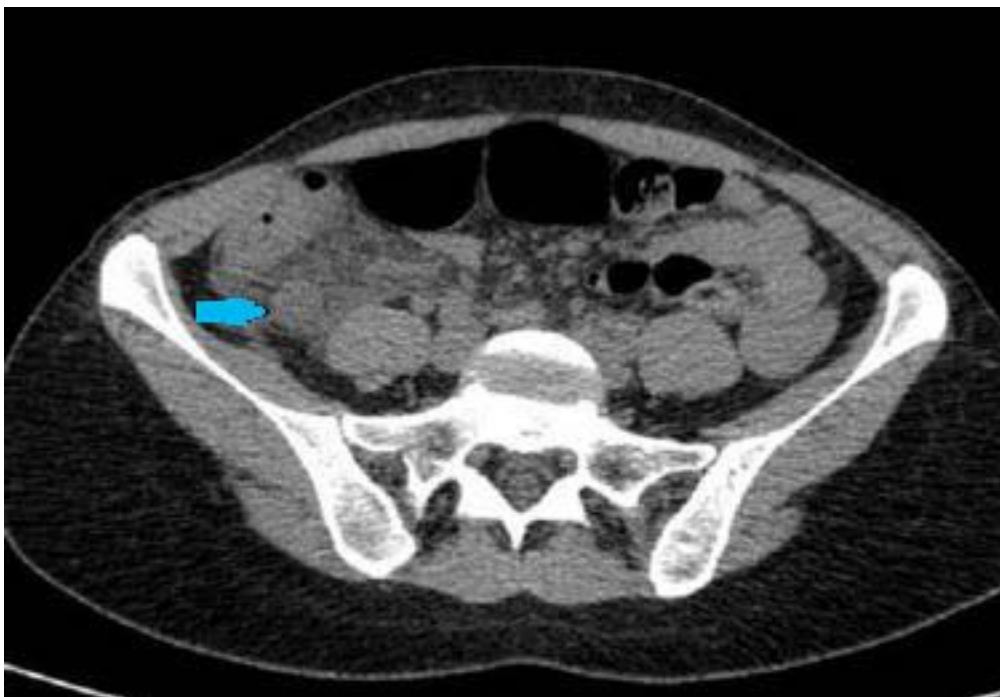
TDM abdomino-pelviennne en coupe axiale, montrant un appendice épaissi (flèche horizontale), en arrière du caecum, avec une infiltration de la graisse périappendiculaire[4]
